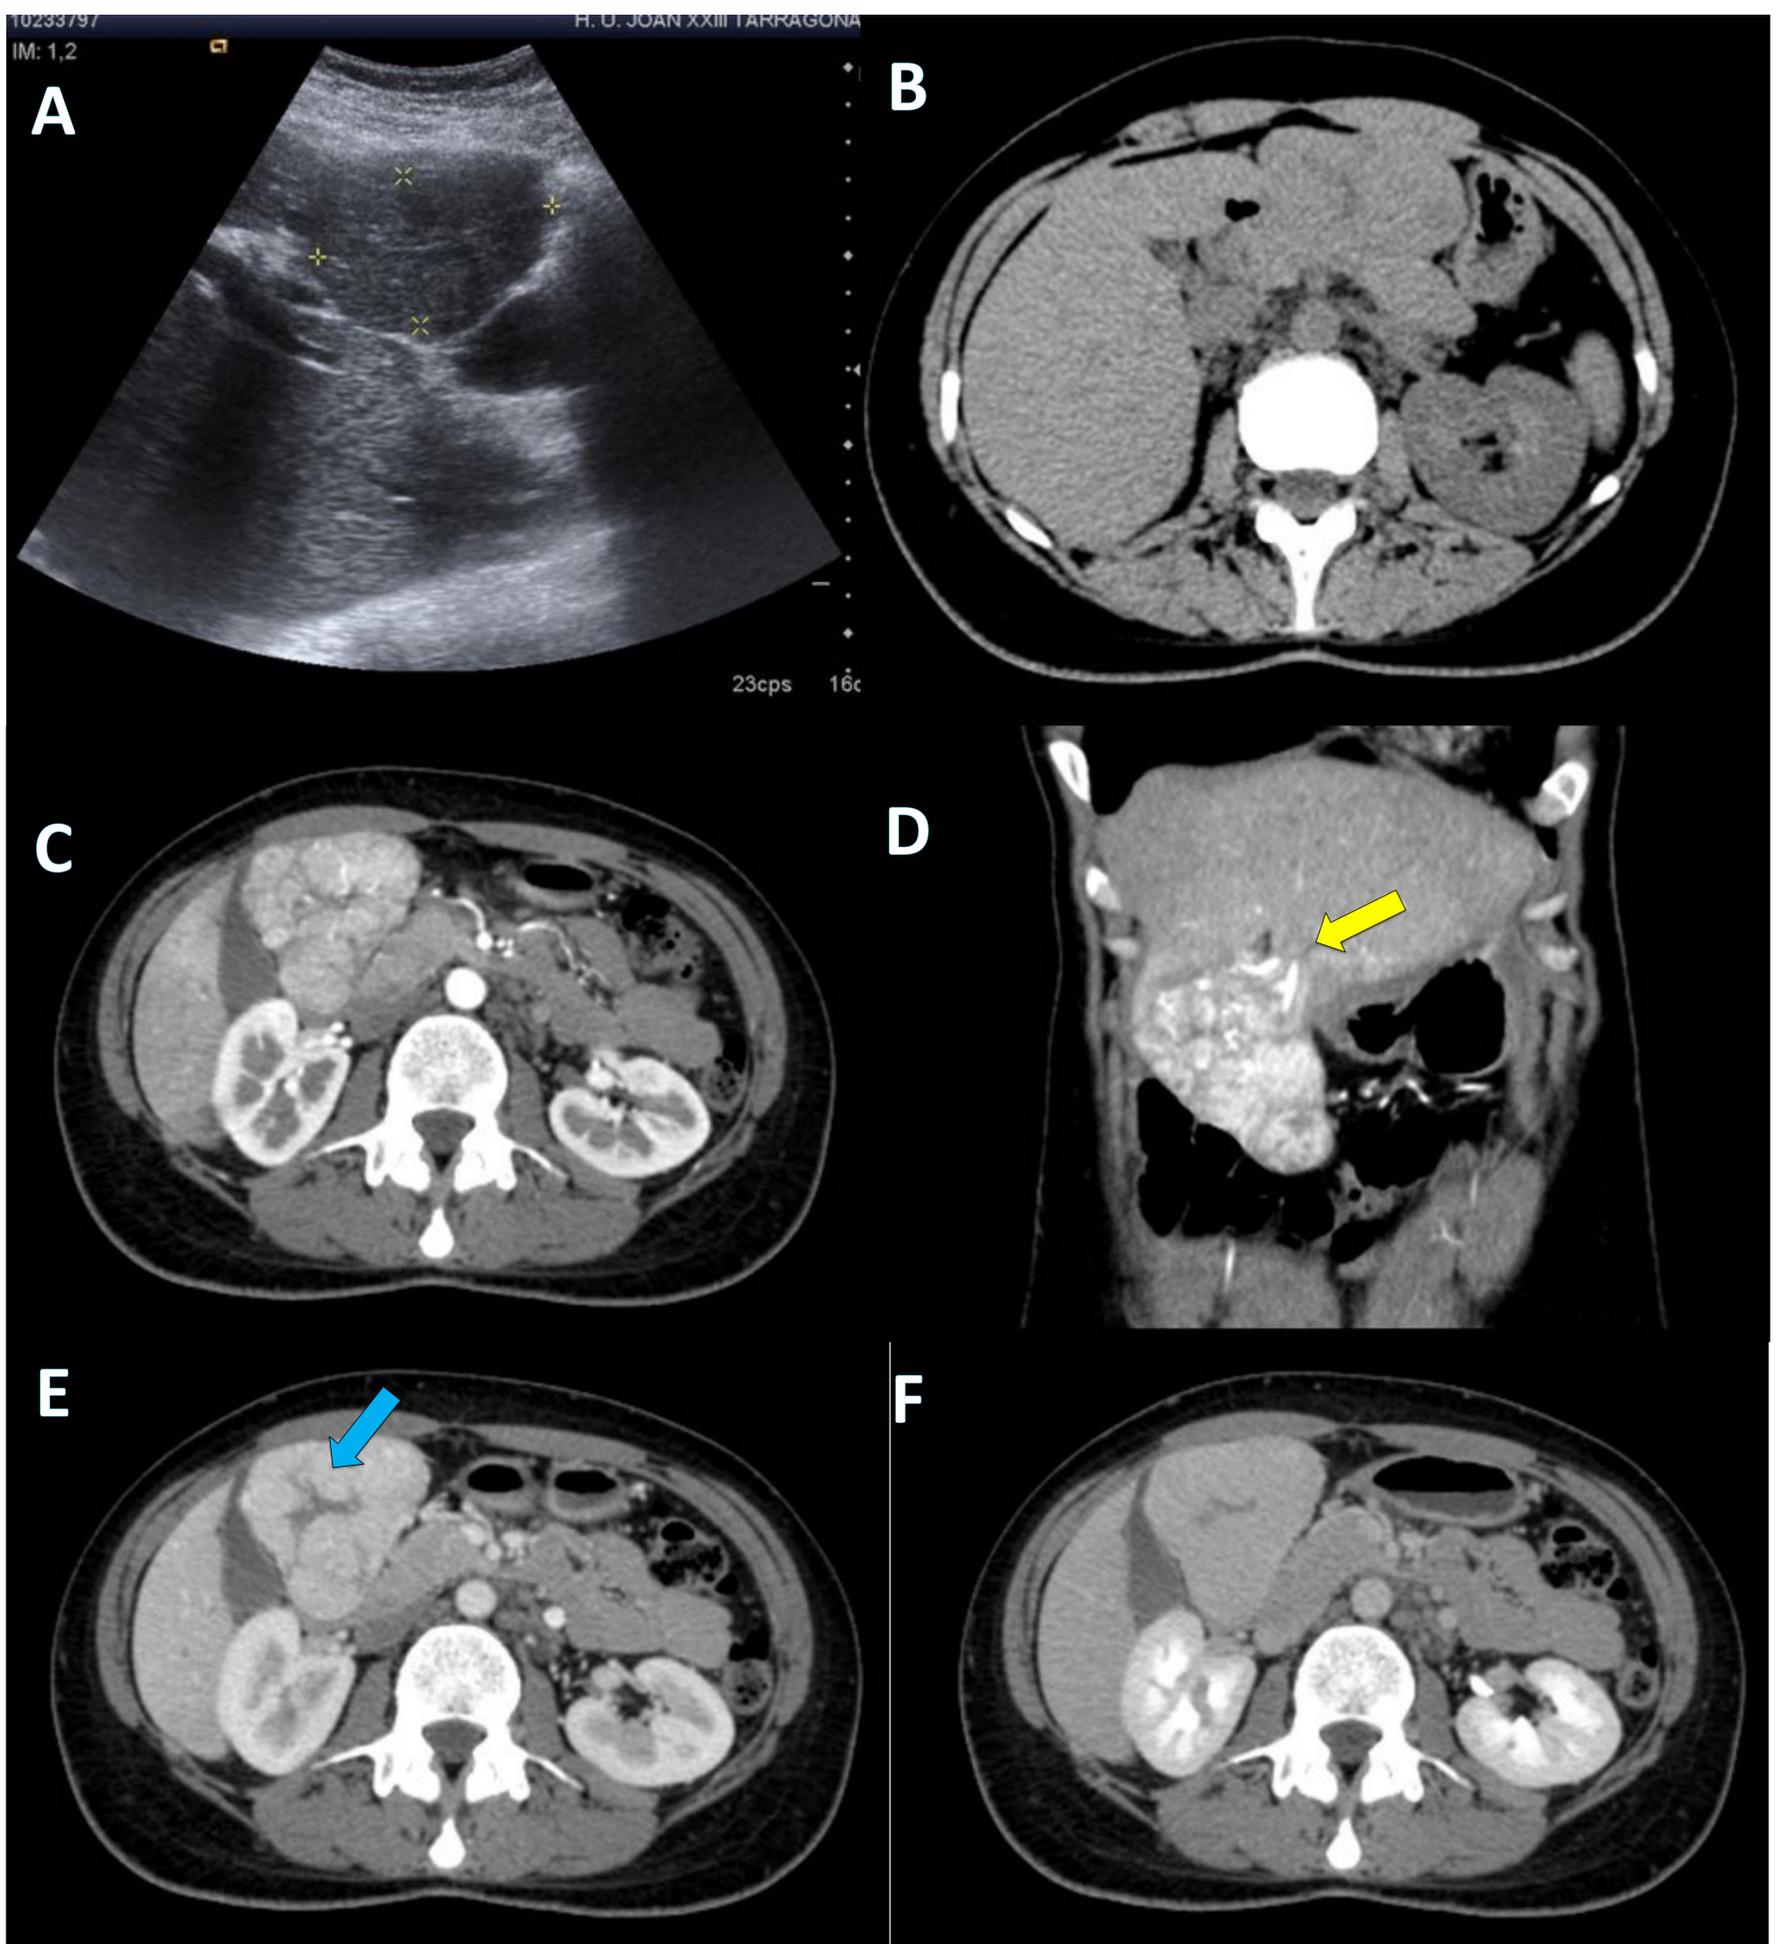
Hiperplasia nodular focal. Ecografía: lesión isoecoica (A). HNF con crecimiento exofítico caudal, isodenso en TC basal (B), hipervascular en fase arterial (C), donde se observa como dos ramas de la arteria hepática izquierda irrigan la lesión (flecha amarilla)(D). La lesión se vuelve isodensa en la fase venosa y retardada (E-F). Se puede apreciar el área más hipodensa central en relación a la cicatriz central (flecha celeste). References: Hospital Universitari de Tarragona Joan XXIII/ES.
